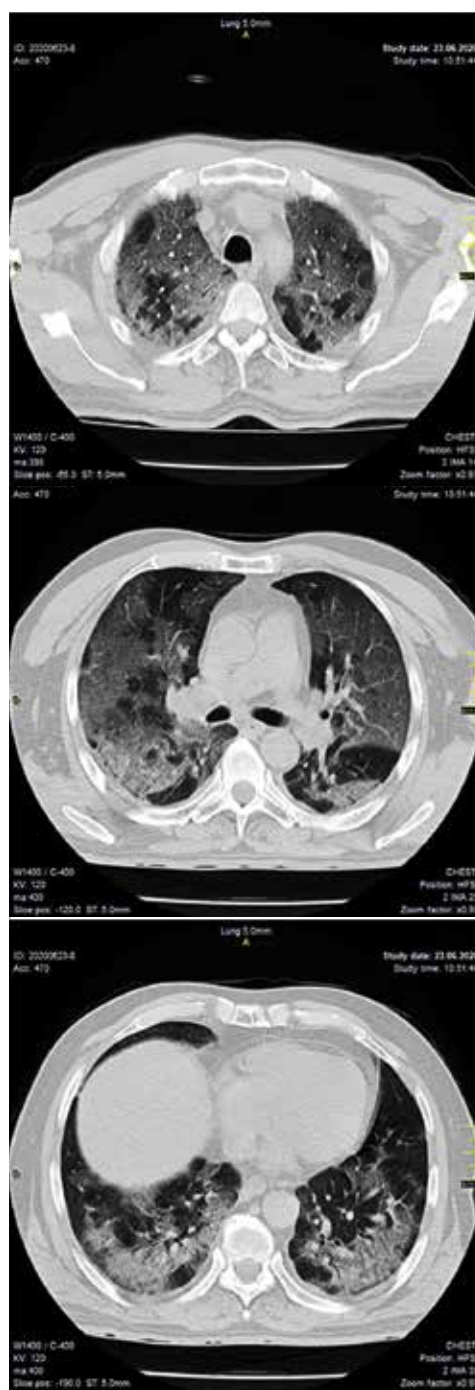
КТ-зріз хворого К. від 23.06.2020
